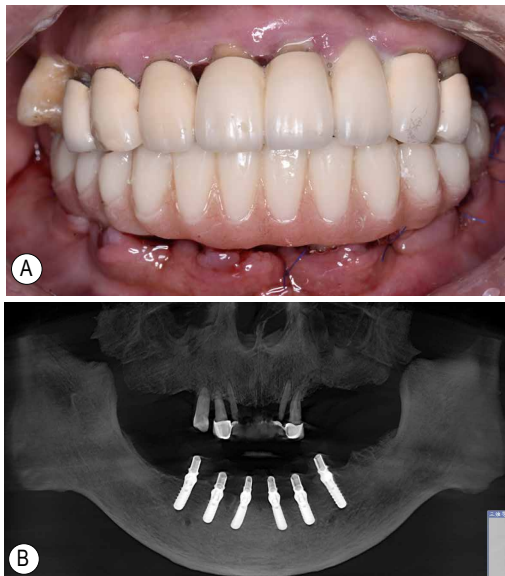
预成修复体就位 A: 修复体就位后口内正面观; B: 修复体就位后 CBCT
